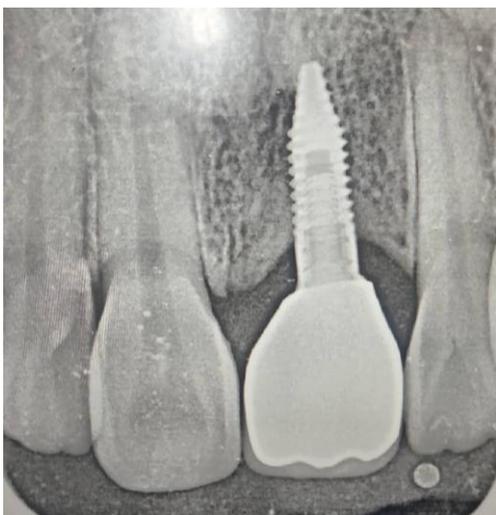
Radiographie rétroalvéolaire de la couronne implantoportée 04 ans après la pose de l'implant (stabilité osseuse péri-implantaire).
